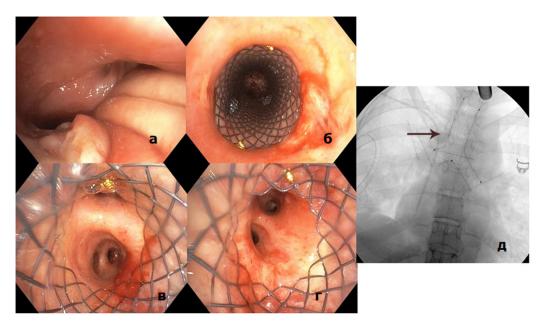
Бифуркационный стент: а - эндоскопическая картина стеноза трахеи и главных бронхов за счёт сдавления извне; б - проксимальный край бифуркационного стента; в - дистальный край бифуркационного стента в правом главном бронхе; г - дистальный край бифуркационного стента в левом главном бронхе; д - рентгенограмма положения стента в трахее и в бронхах
